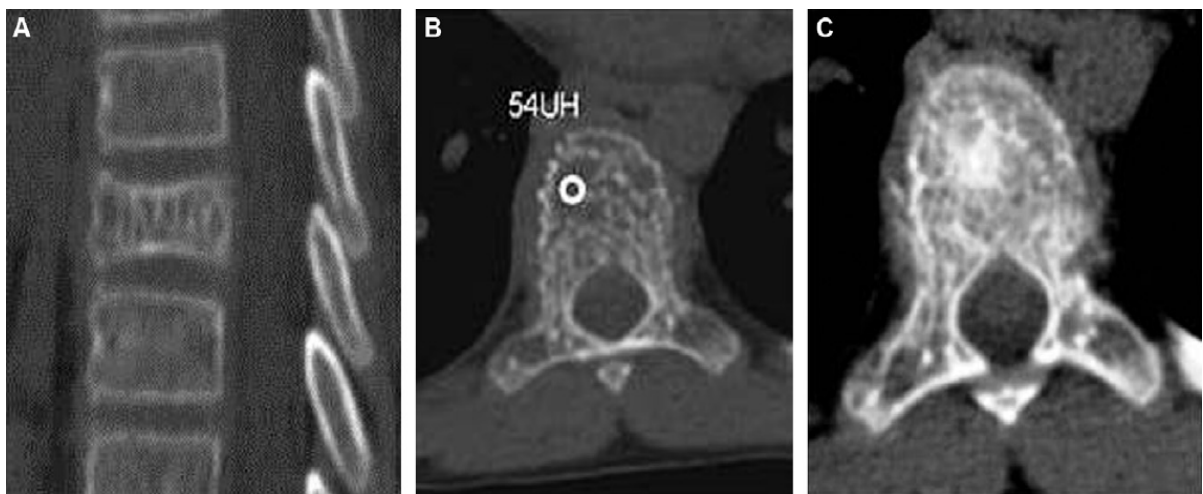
TDM du rachis coupe sagittale présentant l'aspect «peigné» ou «grillagé» dû à des trabécules verticales plus épaisses[74].
